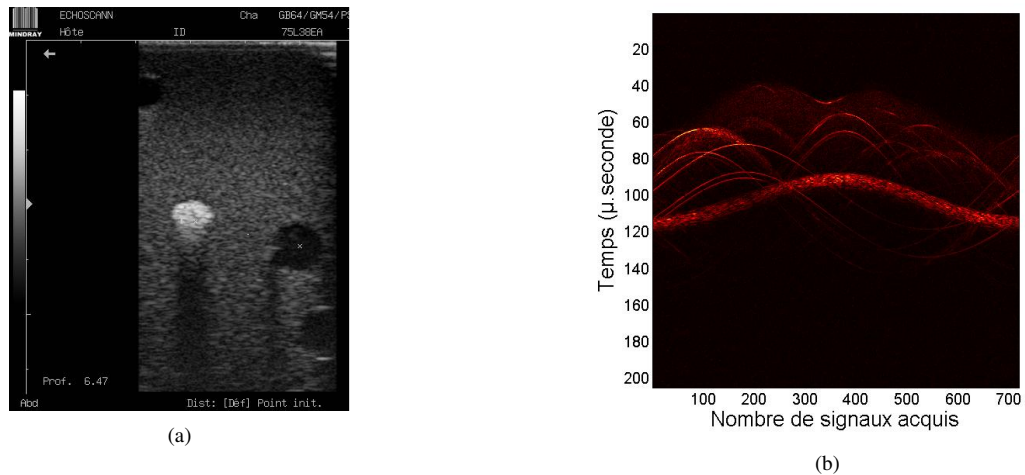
(a) Image échographique à 7.5 MHz - (b) Sinogramme de l'ensemble des signaux enregistrés
